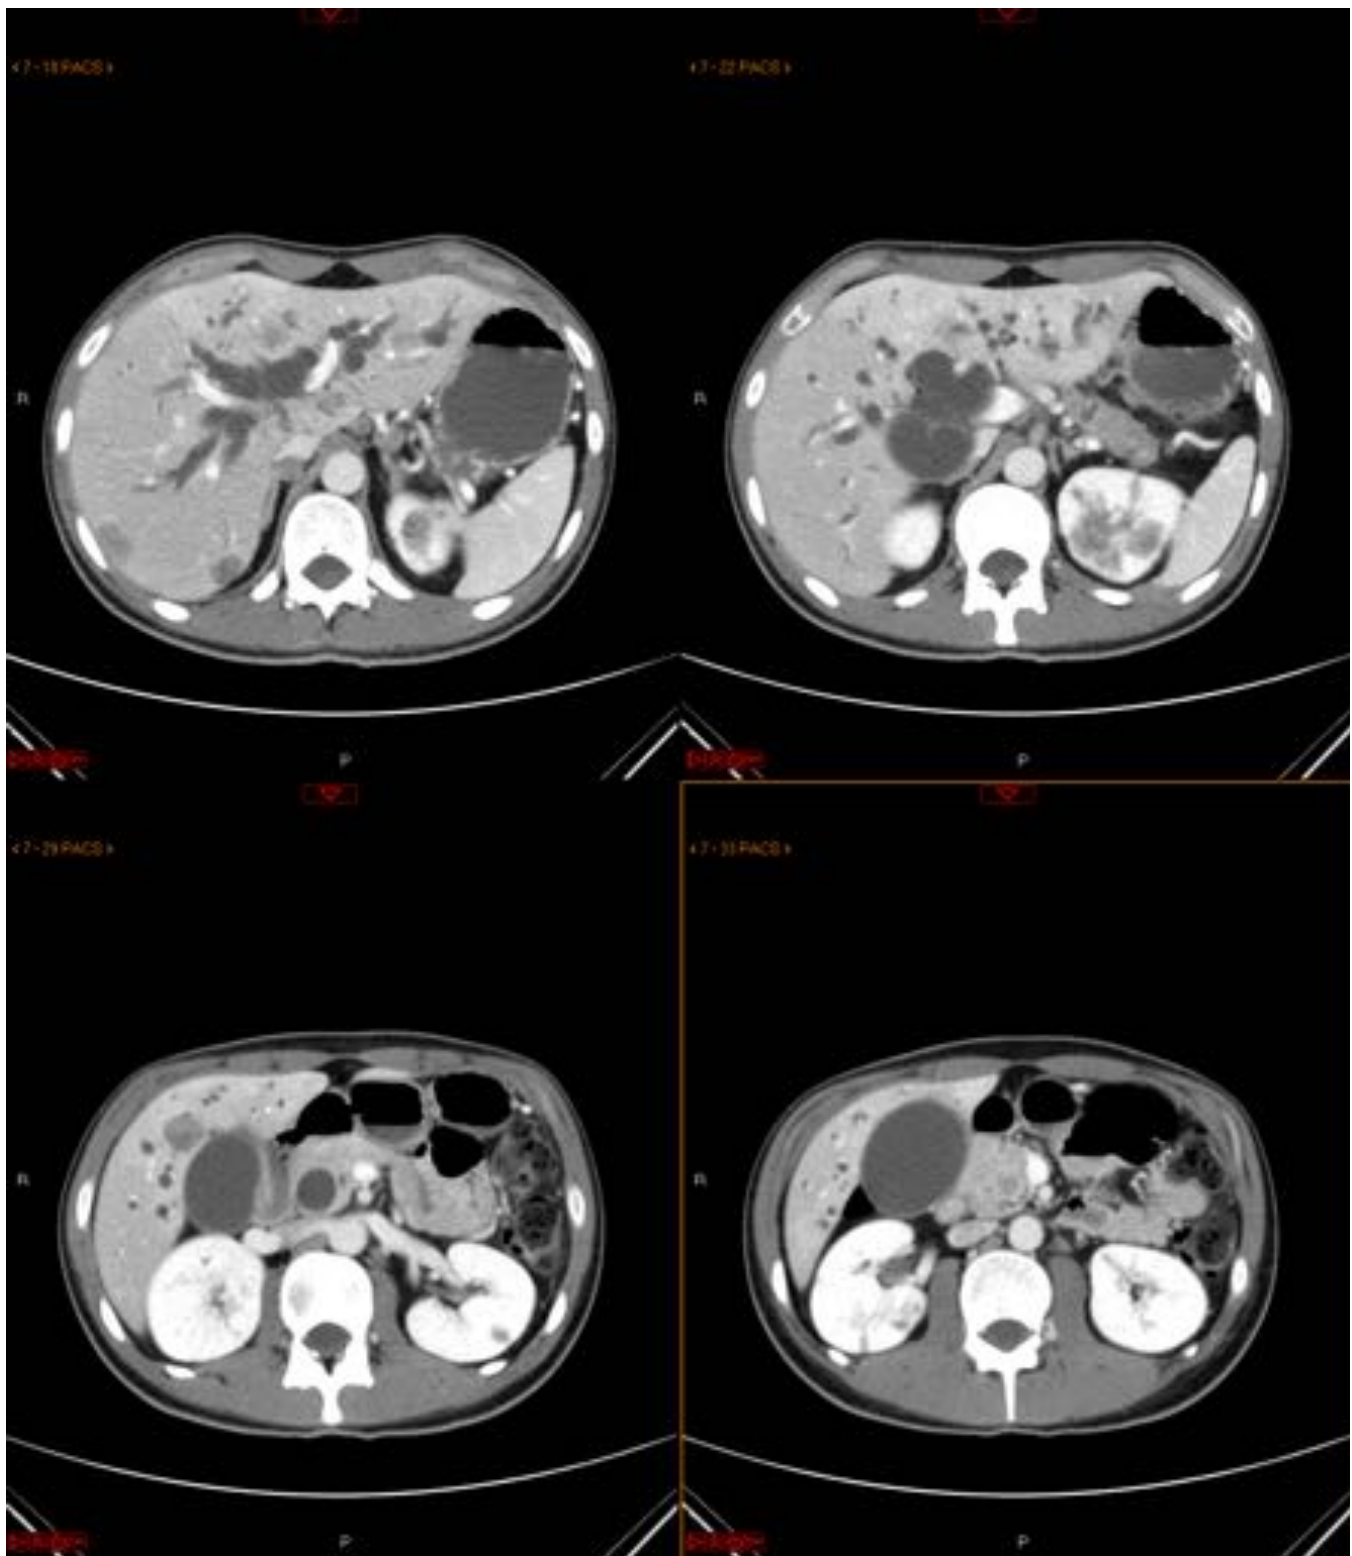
Paciente varón de 74 años con antecedentes de cáncer de colon que presenta dolor abdominal difuso e ictericia indolora. En la TAC se observa una severa dilatación de la vía biliar intra/extrahepática, condicionada por la presencia de una extensa afectación de la glándula pancreática, que presenta numerosas lesiones que deforman su contorno con una estructura heterogénea en relación con afectación metástasica por su primario de colon.
